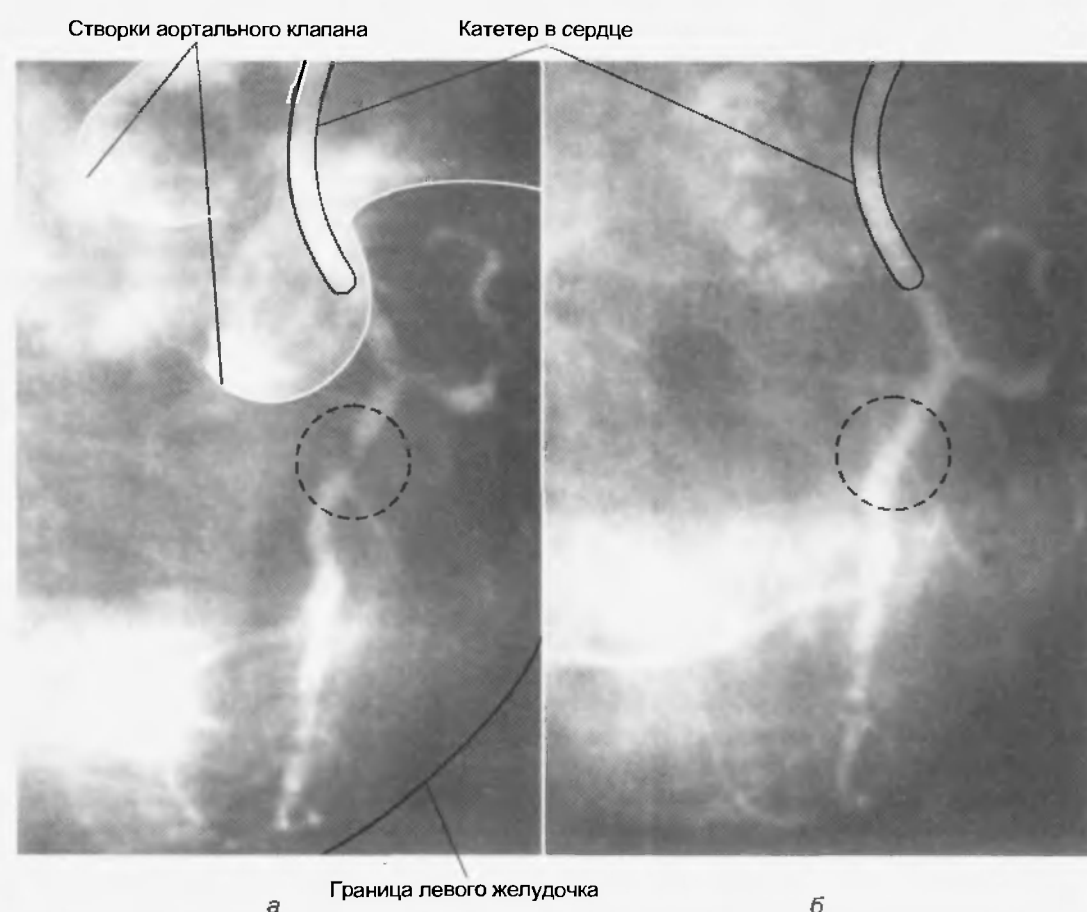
(а) Ангиограмма (рентгеноконтрастное интракоронарное окрашивание) человека с выраженным сужением огибающей ветви левой коронарной артерии (обведена). Отток краски в устье аорты очерчивает две створки аортального клапана. (б) Тот же самый сегмент коронарной артерии после ангиопластики (с любезного разрешения Dr. Eric R. Powers)
